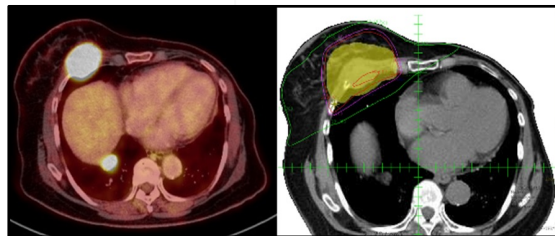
A (PET-CT de 28/12/2018)
